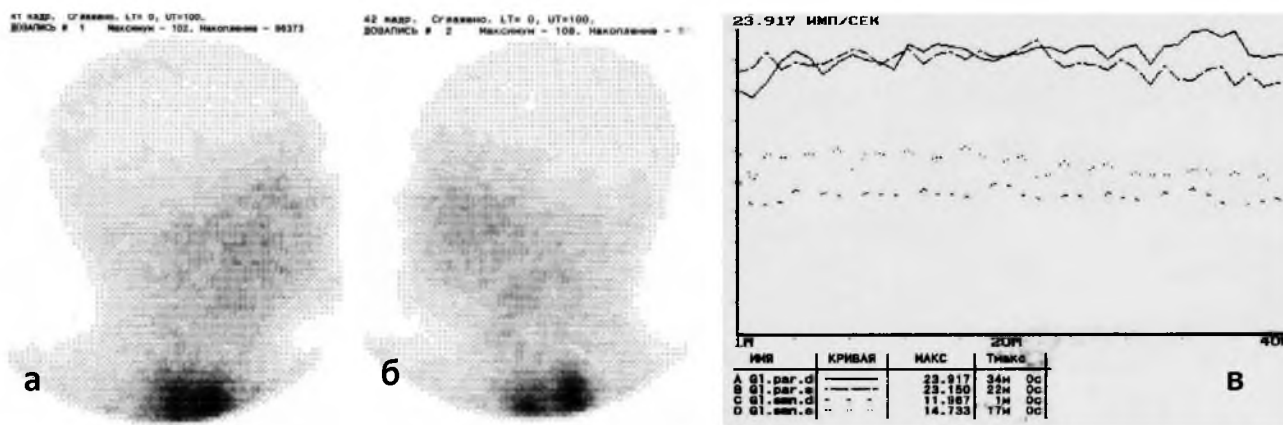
Статические сцинтиграммы без признаков накопления радиофармпрепарата (можно сравнить со щитовидной железой) и динамическая сцинтиграмма в виде плоской кривой "активность-время" у пациента с синдромом Шегрена.
